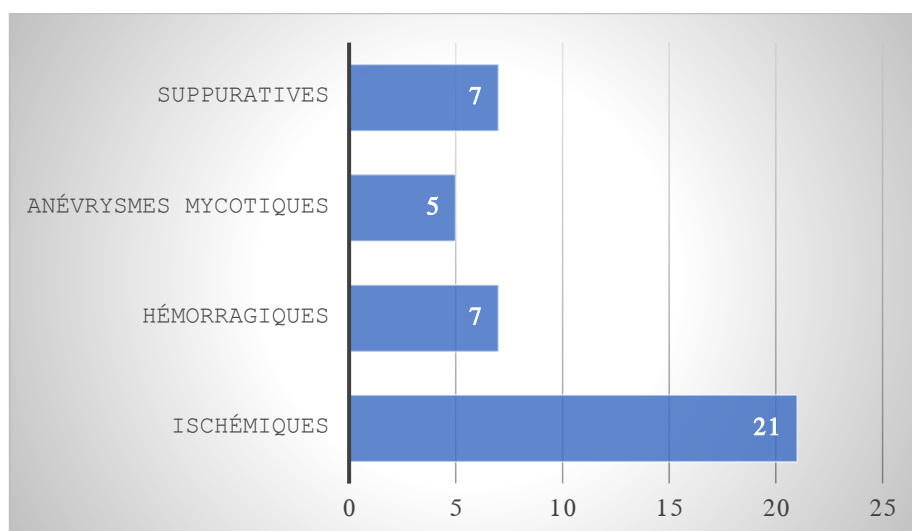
Complications neurologiques après réalisation de la TDM cérébrale +/- IRM cérébrale chez des patients symptomatiques
